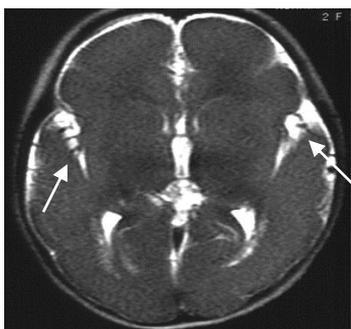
КТ головного мозга у ребенка 2 месяца с лиссэнцефалией. Вертикальное расположение сильвиевых щелей (стрелки)
